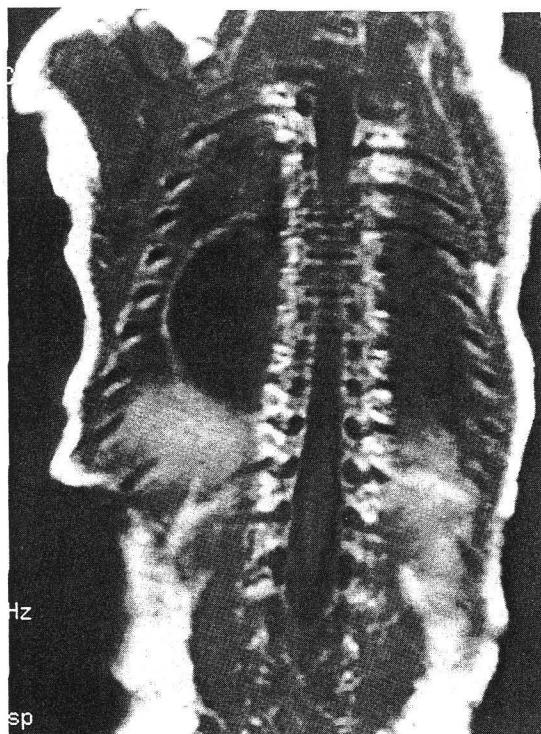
A coronary section(A) and sagittal section(B) of MRI shows a mass which is straddling over the thorax and abdomen on the right side.
